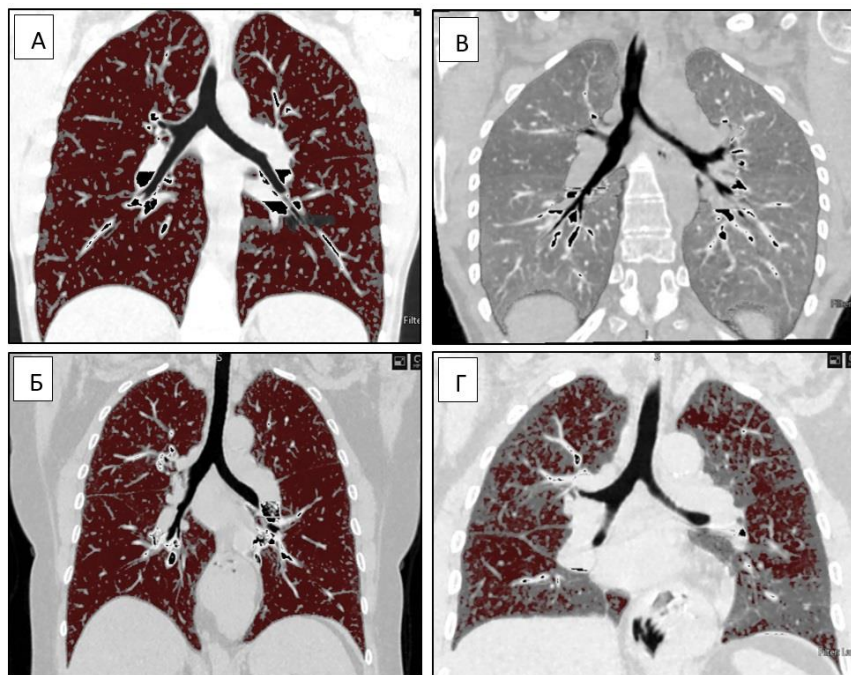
Корональная реконструкция компьютерной томографии, инспираторная воздухонаполненность легких здорового человека (А) и пациента с легочно-медиастинальной формой саркоидоза (Б), экспираторная воздухонаполненность легких здорового человека (В) и пациента с саркоидозом (Г).
